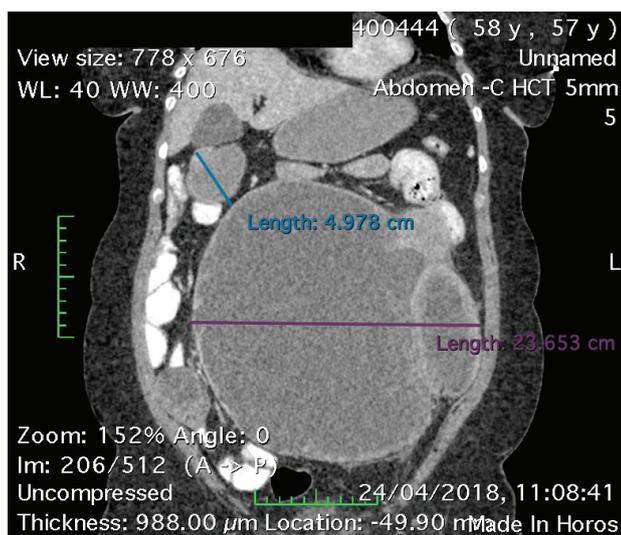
CT 04/24/2018 - "A giant tumors of the abdominal cavity measuring 236x223x180mm and 50x49x20mm with a heterogeneous structure and clear borders"
